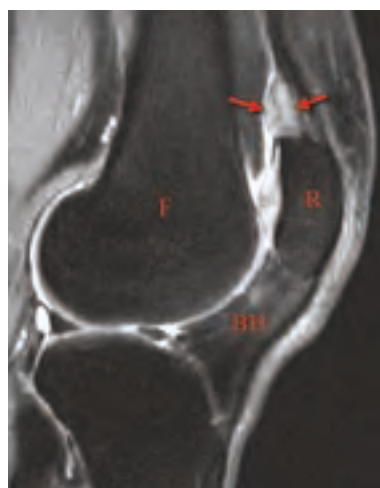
• Sezione sagittale RMN T2-pesate dove si evidenzia infiammazione del batuffolo sovra patellare (freccie rosse); BH - batuffolo di Hoffa, R - rotula, F - femore.
